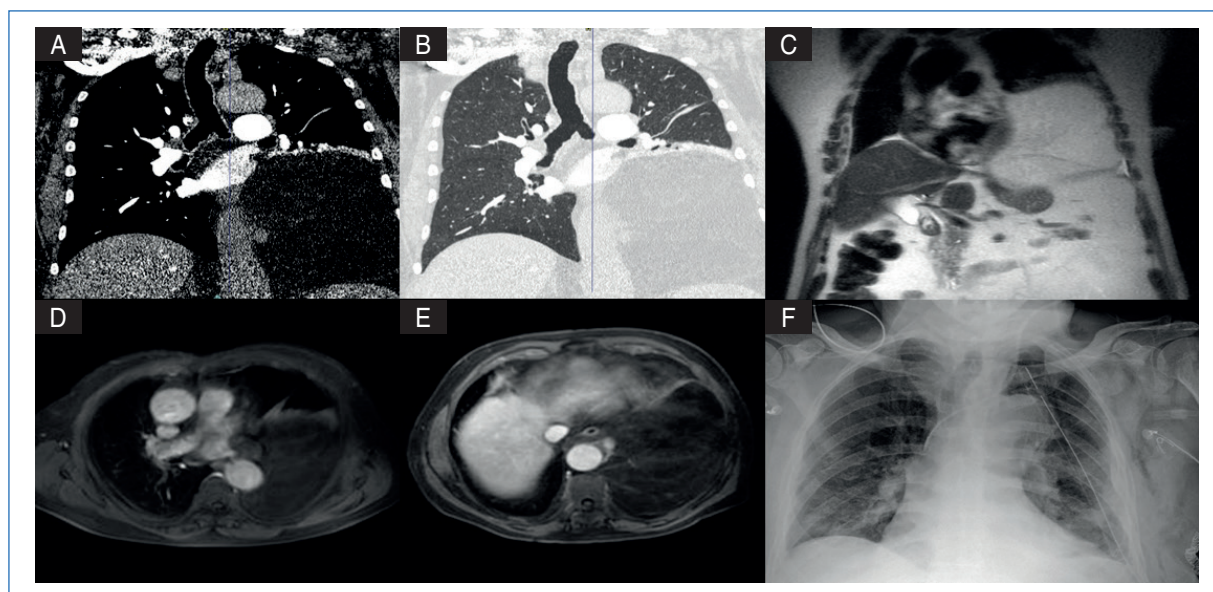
Caracterización de la lesión (asterisco) en distintas modalidades de imagen. A y B: se observa una masa de densidad grasa adyacente al hemidiafragma izquierdo que ejerce efecto masa sobre el parénquima pulmonar, con colapso del lóbulo inferior izquierdo. C: secuencia de resonancia magnética en plano coronal potenciada en T2 que muestra una masa hiperintensa de aspecto homogéneo. D y E: secuencias axiales de supresión grasa. La señal de la masa se cancela por completo, confirmando su origen lipomatoso. Nótese que la tumoración se encuentra en contacto íntimo con la aorta. F: radiografía de tórax posquirúrgica en la que se ve el tubo de drenaje pleural con persistencia de mínima cámara de neumotórax apical; no se aprecian complicaciones asociadas.
